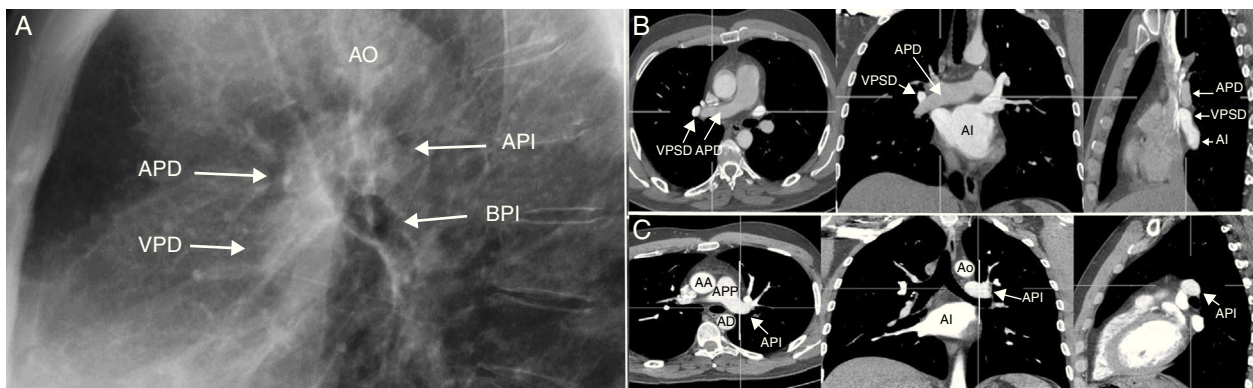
Estructuras vasculares. A) Radiografía lateral de tórax centrada en los hilos pulmonares. Arteria pulmonar derecha (APD), inmediatamente por encima de las venas pulmonares derechas (VPD). Arteria pulmonar izquierda (API) con forma de «coma» situada por encima del bronquio principal izquierdo (BPI). B) Tomografía computarizada (TC) de tórax con reconstrucciones en planos axial, coronal y sagital de la APD. Véase su relación con la vena pulmonar superior derecha (VPSD) y la aurícula izquierda (AI). C) TC de tórax con reconstrucciones en planos axial, coronal y sagital de la API. Véanse sus relaciones anatómicas con la aorta ascendente (AA), la aorta descendente (AD) y con la AI.
